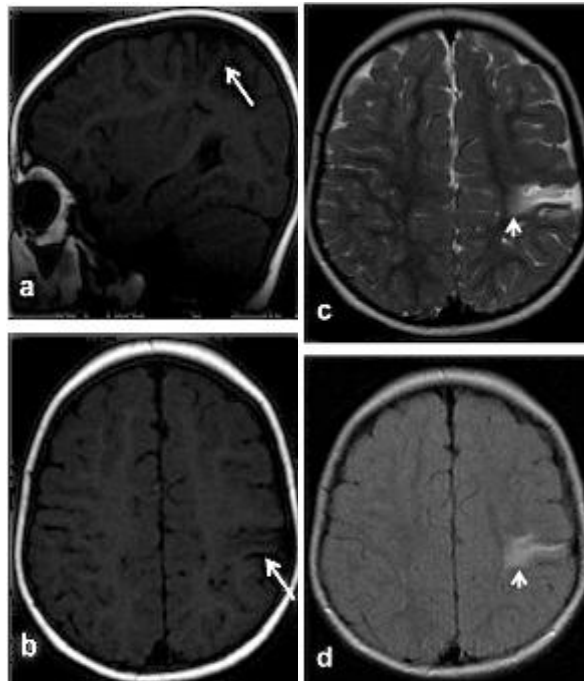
IRM cérébrale d'un enfant aux antécédents de souffrance fœtale aiguë suivi pour épilepsie généralisée.
